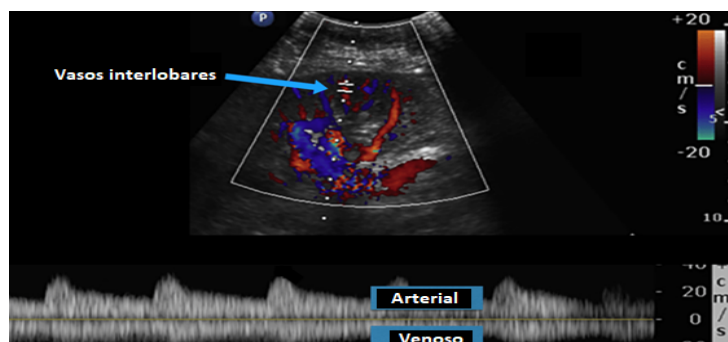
Doppler pulsado de las venas interlobares del riñón, fijándonos en el flujo venoso debajo del trazado.
